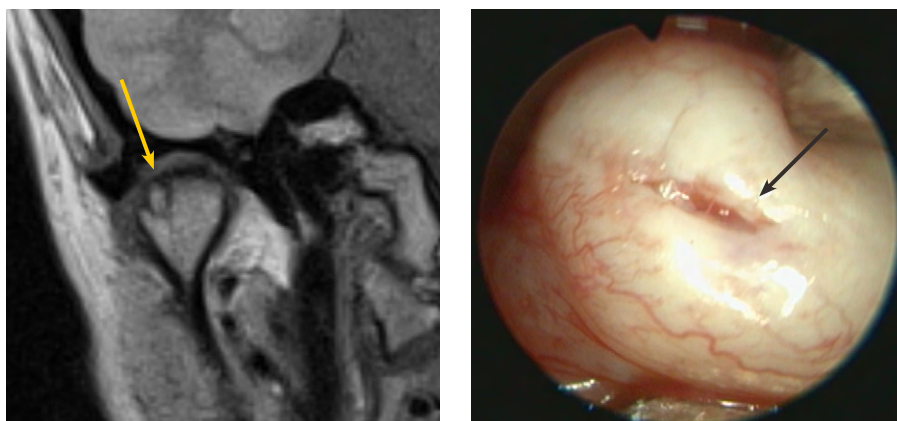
Сопоставление данных МРТ (А) и артроскопической картины (В). Стрелкой указана область перфорации внутрисуставного диска
